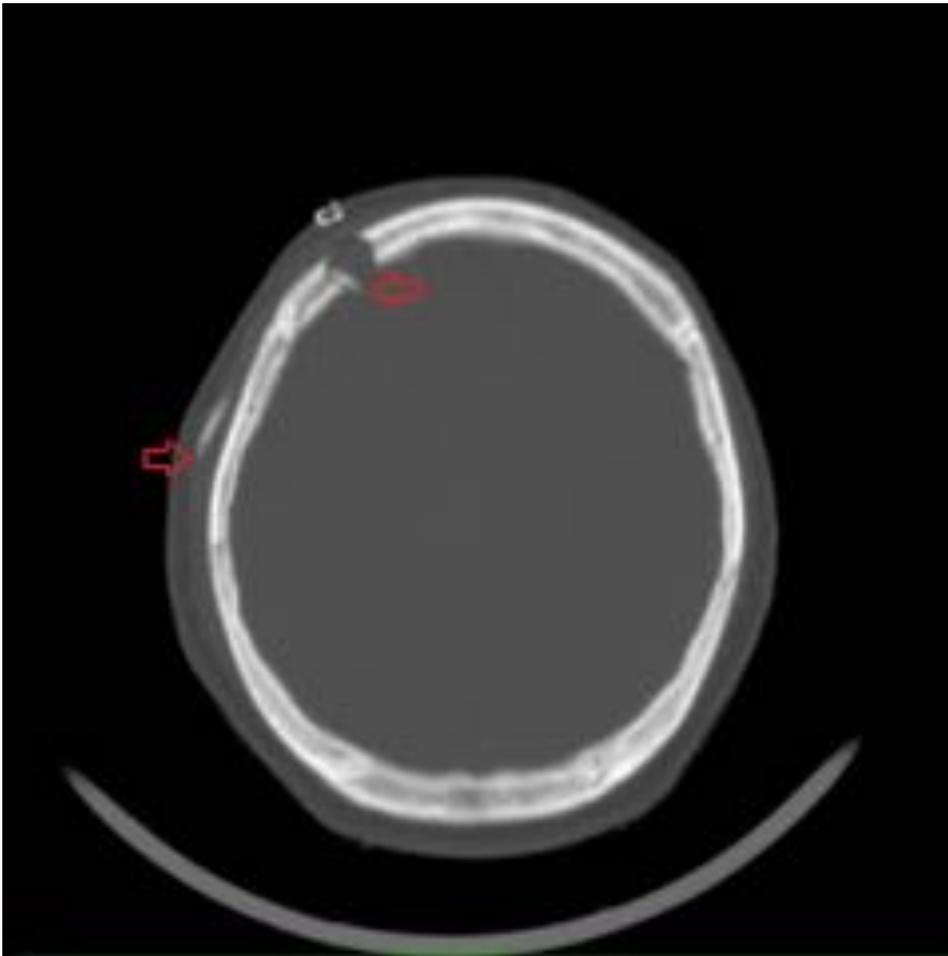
TC axial, ventana de hueso. Se evidencia el trayecto del catéter desde el interior del parénquima frontal derecho , atravesando el hueso craneal y su curso a través del tejido subcutáneo frontal derecho (flechas rojas).
